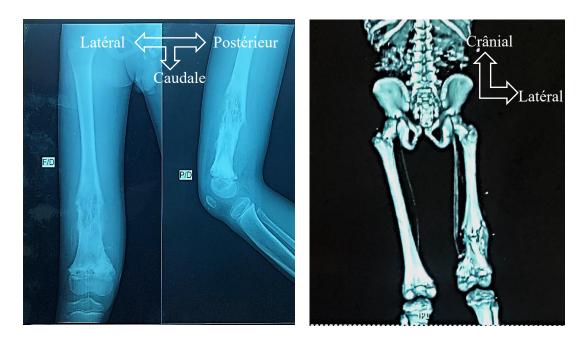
Rx à G et TDM à D d'un ostéosarcome diaphyso-métaphyso-épiphysaire fémur distal droit
